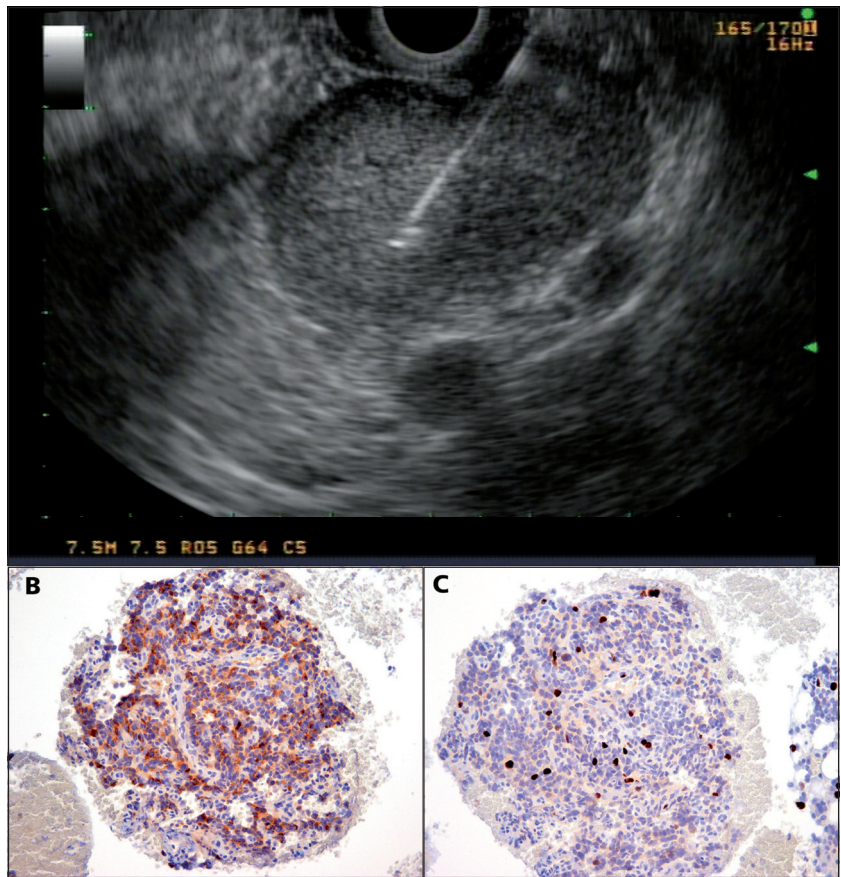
A. Tumor pancreático por endosonografía. Se aprecia biopsia por punción. B. Tinción con cromogranina A. C. Tinción con Ki 67.
